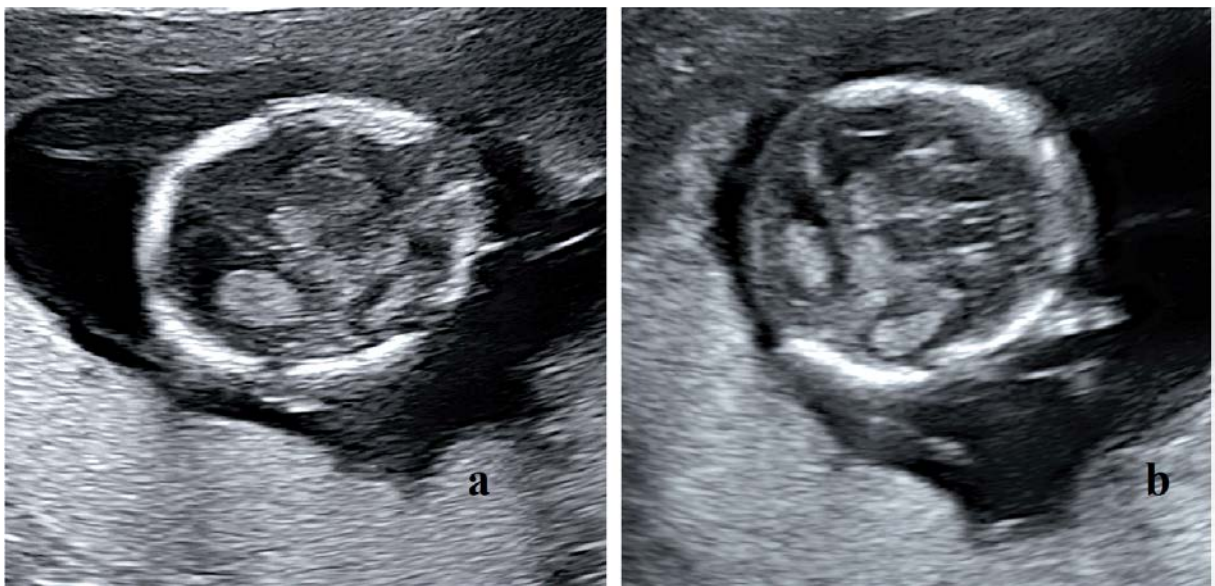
a,b) Transverse ultrasound sections of the fetal head, absence of cerebellum and posterior fossa
